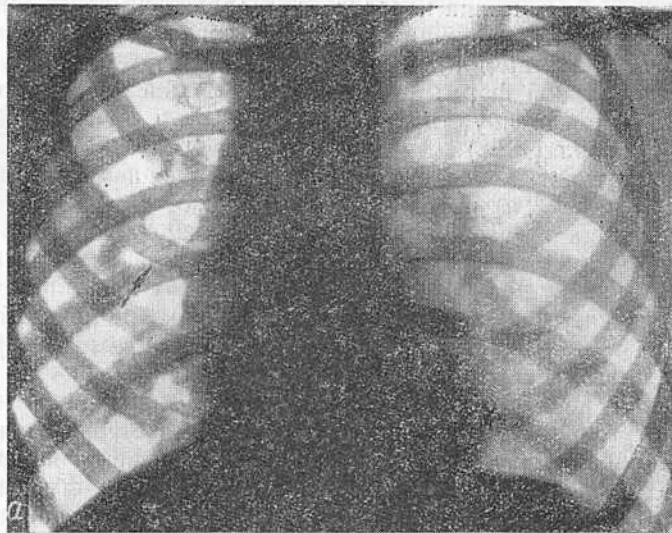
Рентгенограмма грудной клетки ребенка 6 лет в передней (а) и боковой (б) проекции.
